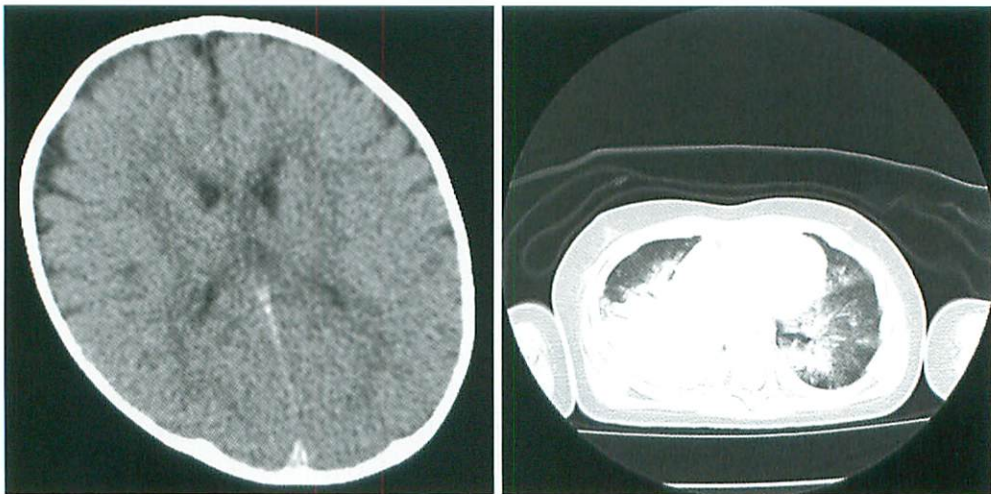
CT scans show decreasing cortical sulci findings which may suggest brain edema and patchy pulmonary consolidations and dilatation of pulmonary vessels which may suggest pulmonary congestion.
